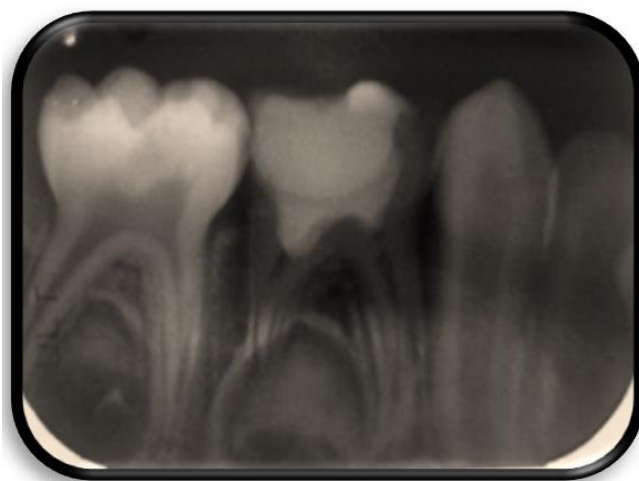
Radiografía de pieza 84 IRL por oclusal compatible con tratamiento de pulpotomía, y material restaurador, sin alteraciones en tejidos de soporte ligamento periodontal y hueso alveolar.
